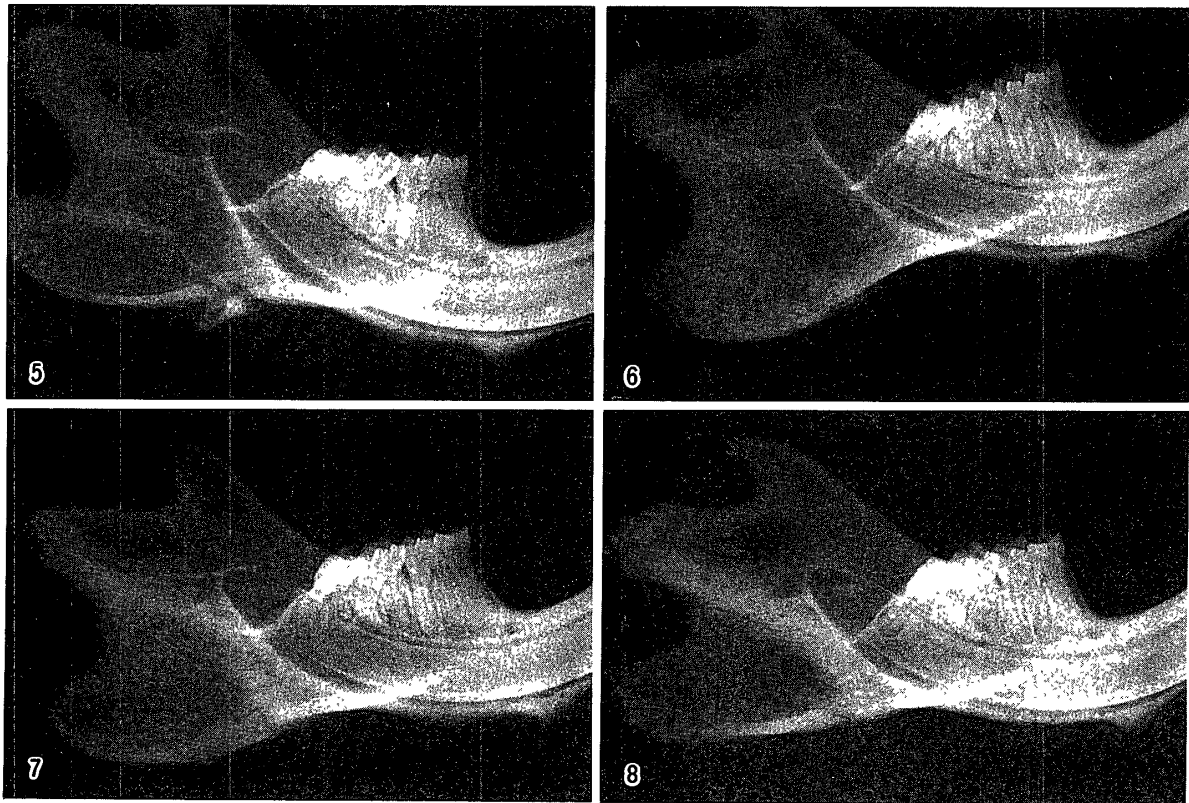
Conventional X-ray radiogram obtained on the 7th day after fracturing.
